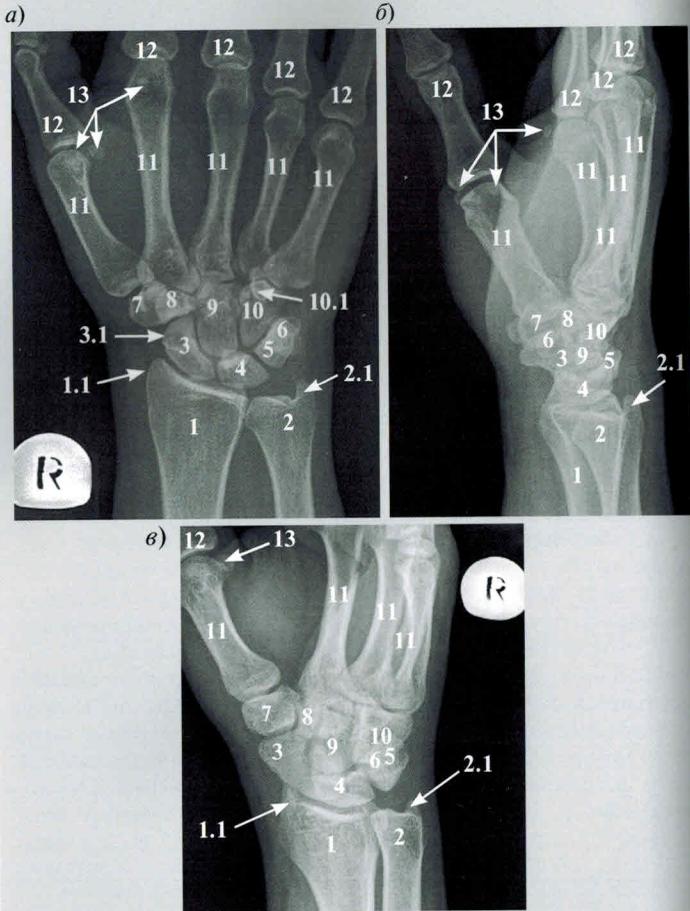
Рентгенограммы правого лучезапястного сустава и запястья в прямой (а), боковой (б) и косой (в) проекциях:
